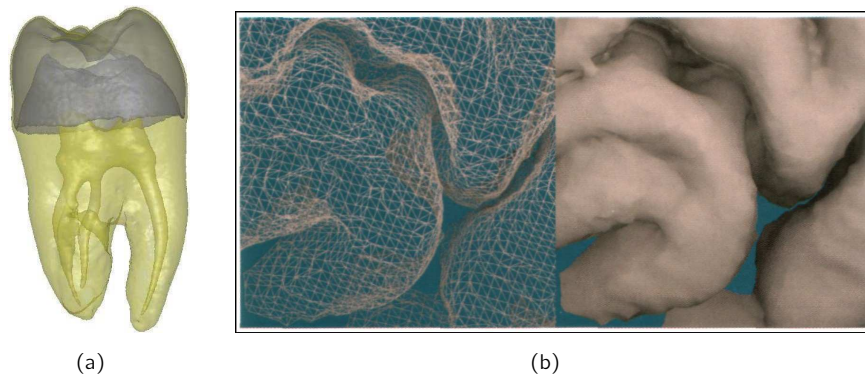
Darstellung der indirekten Volumenvisualisierung. (a) Extraktion mehrerer Isooberflächen eines synthetischen Zahndatensatzes. Durch transparente Darstellung ist ein Einblick ins Innere des Volumens möglich. (b) Bereiche eines Gehirns aus einem MRT Datensatz. Darstellung mittels der „marching-cubes“ Methode. Links: Triangulation, Rechts: Schattierung. Quelle: [SP06]
